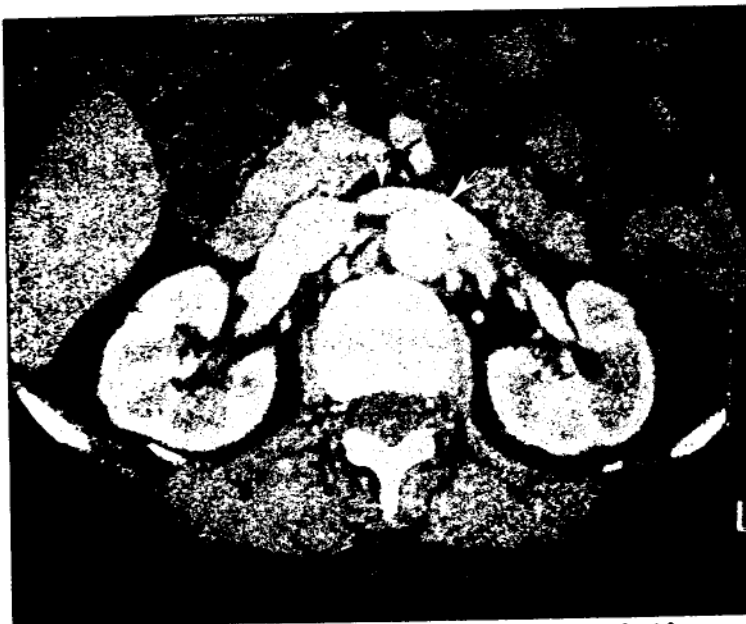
Secțiune TC la nivelul hilului renal stâng după injectarea substanței de contrast iodate timpul vascular și parenchimatous, cu diferențierea cortico-medulară normală. Observați v. renală stângă (→) care trece prin pensa aorto-mezenterică
